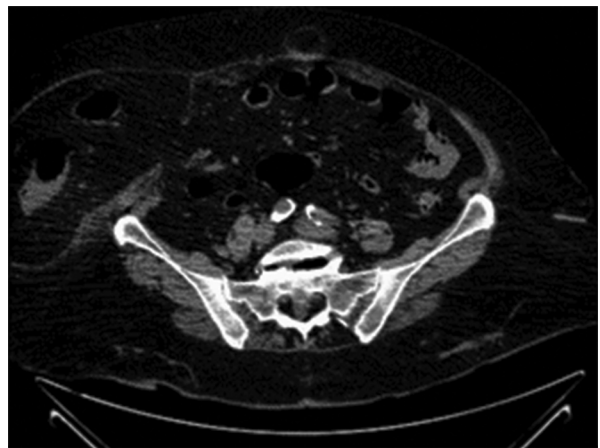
Tomografía computarizada simple de abdomen, corte transversal.
